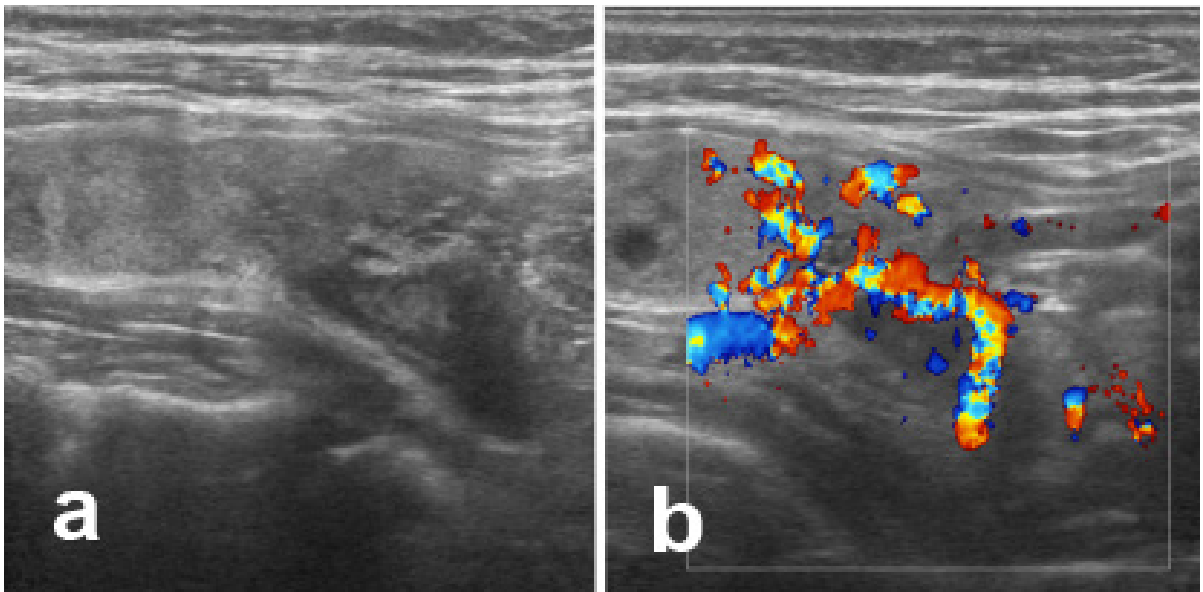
a,b) Sol inferior posteriorda diffüz kanlanan paratiroid adenom (longitudinal kesit ve doppler görünüm), c,d) Sağ orta posteriorda hipoeoik ve izoeoik alanlar içeren diffüz kanlanan paratiroid adenom (longitudinal kesit ve doppler görünüm)
